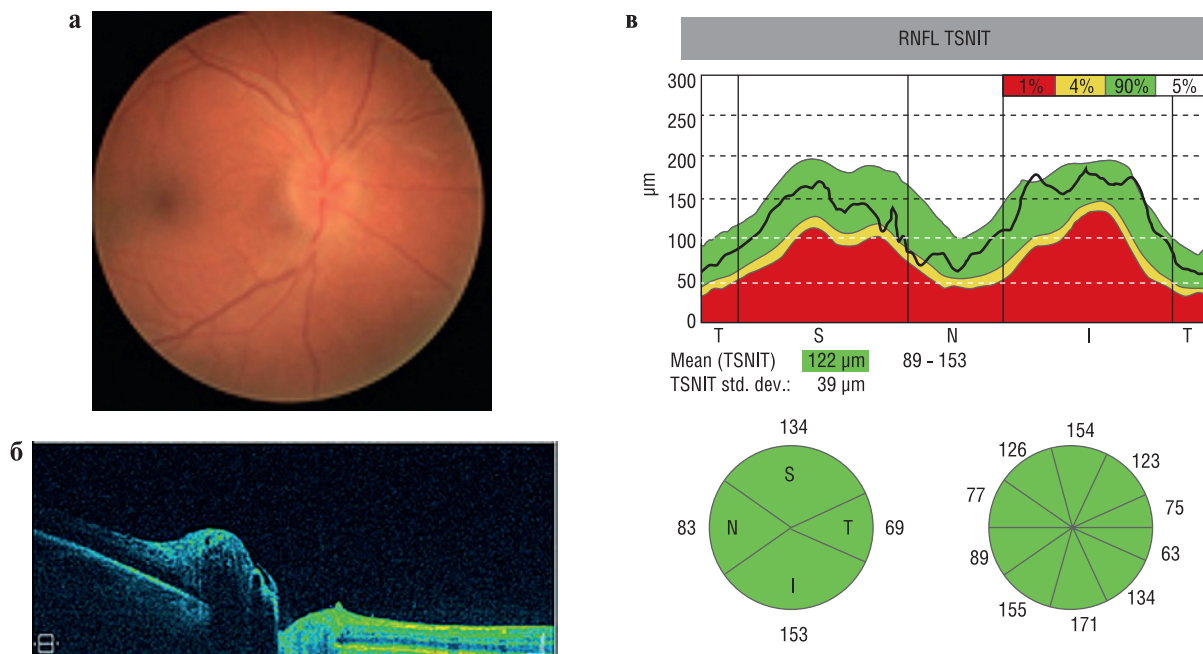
Глазное дно (а), оптическая когерентная томография (б), карта перипапиллярного слоя нервных волокон сетчатки (в) у пациентов с благоприятным послеоперационным течением
